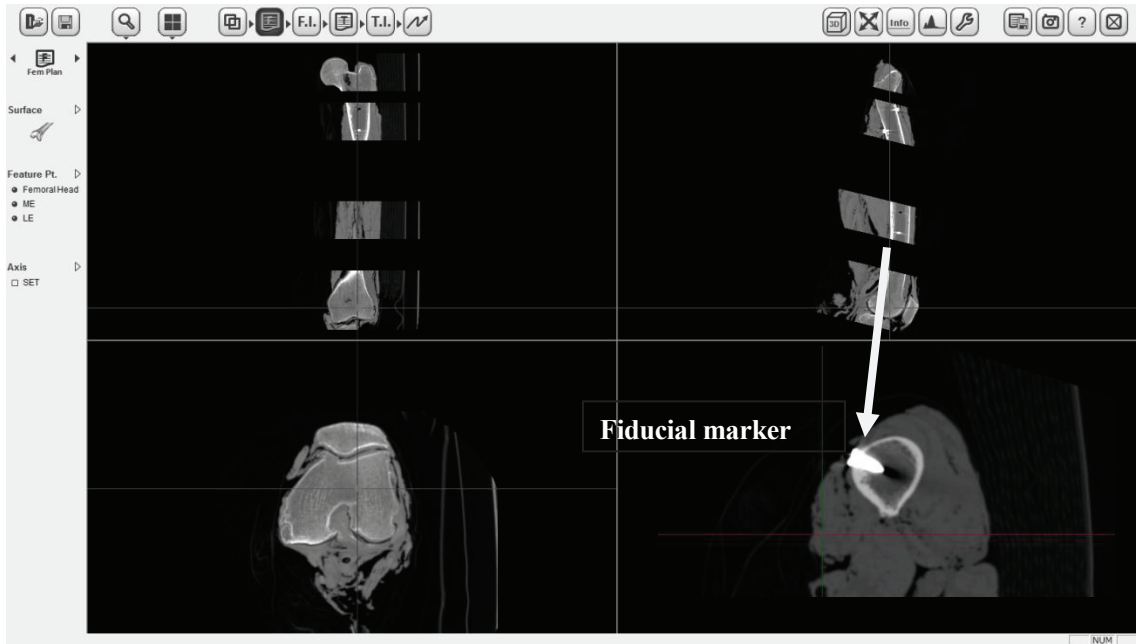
CT image of cadaver bone. The pivot points of fiducial marker are extracted from MPR image or 3D model.
